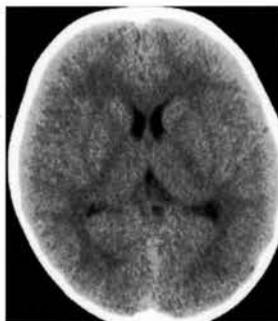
CT (第7病日)：異常は認められない。
